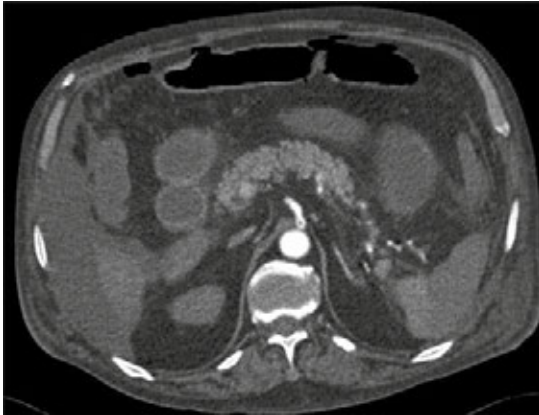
Caso número 27, hombre de 71 años con síndrome doloroso abdominal agudo al que se le realizó angiotomografía, imagen axial: hallazgo primario de isquemia mesentérica aguda caracterizado por defecto de llenado parcialmente obstructivo en la arteria mesentérica superior con ascitis.
